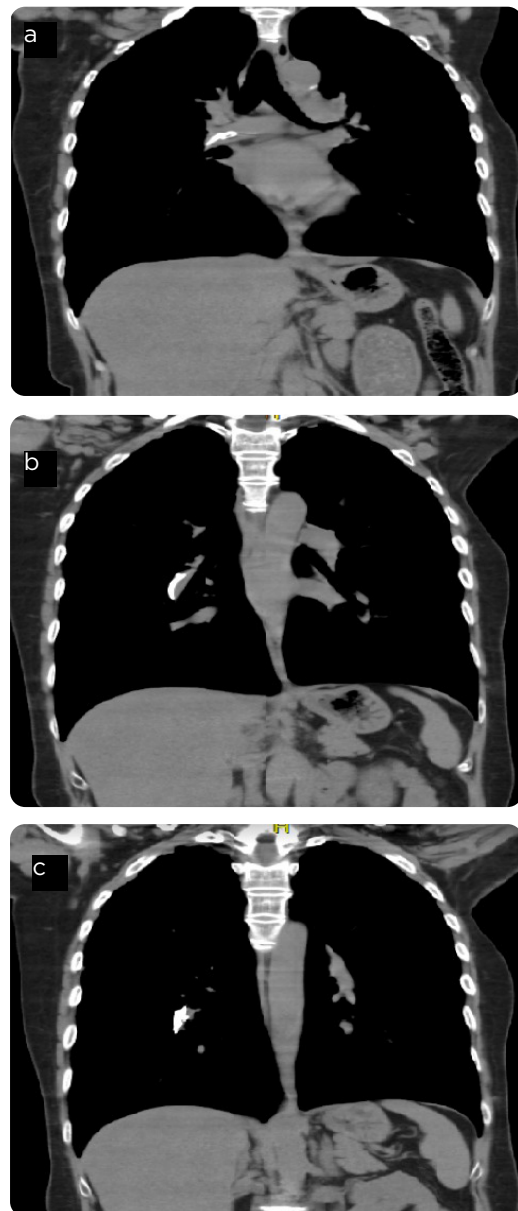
TAC simple, cortes coronales. Se evidencia cuerpo extraño hiperdenso que se extiende a lo largo de las arterias pulmonar principal (a), media (b) e inferior (c) del lado derecho.
